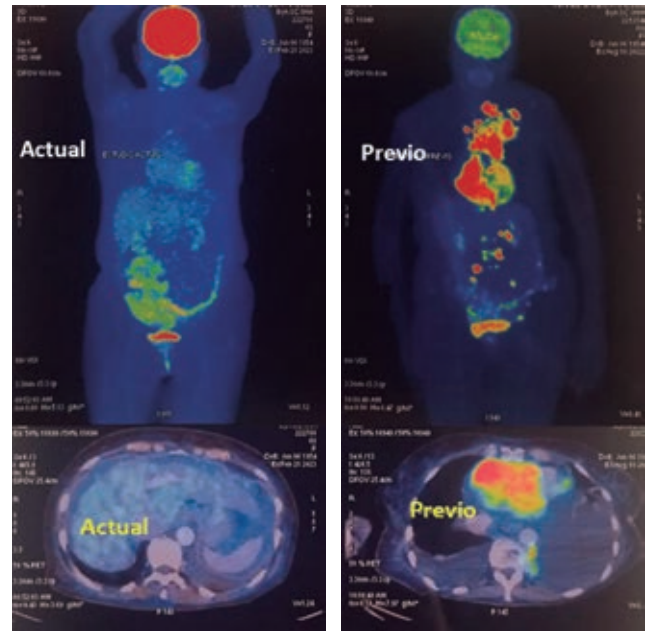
Tomografía por emisión de positrones 18F-Fluorodesoxiglucosa (FDG PET/TC) en el estado actual y previo a tratamiento hematológico. El estudio actual muestra respuesta metabólica completa (escala de Deauville 1).
